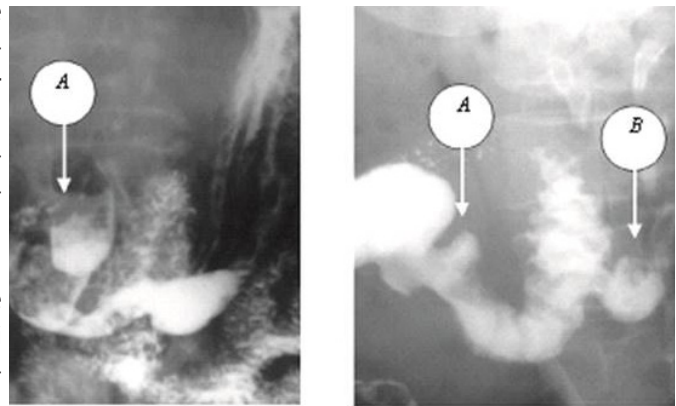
Radiografia baritată a tractului digestiv. Radiogramă. A – diverticul duodenal; B – diverticul jejunal (caz clinic propriu)
